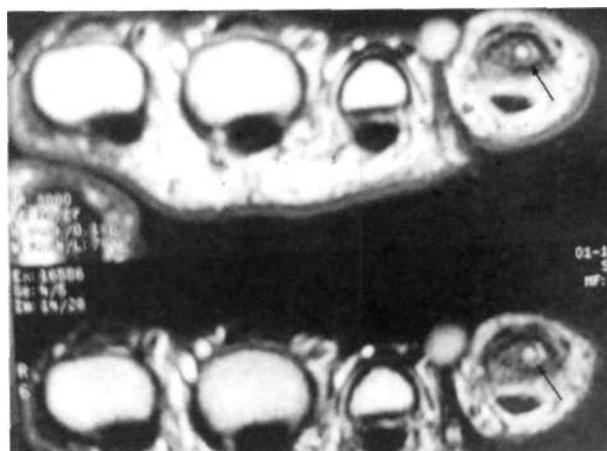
Corte axial de la RMN a nivel de las falanges proximales de la mano. Imagen hiperintensa correspondiente al nidus.
